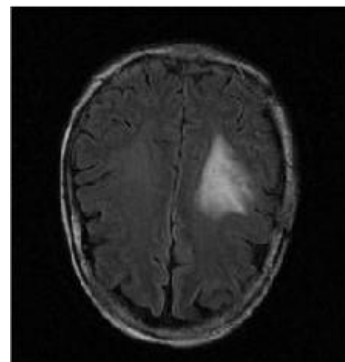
Image IRM du patient après 4 mois
